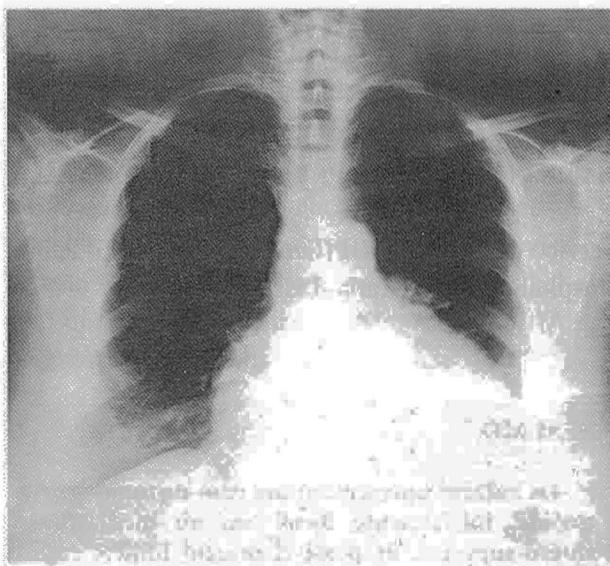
Telerradiografia do tórax PA - índice cardio-torácico aumentado; silhueta cardíaca arredondada, com abaulamento e delimitação irregular do contorno superior esquerdo
